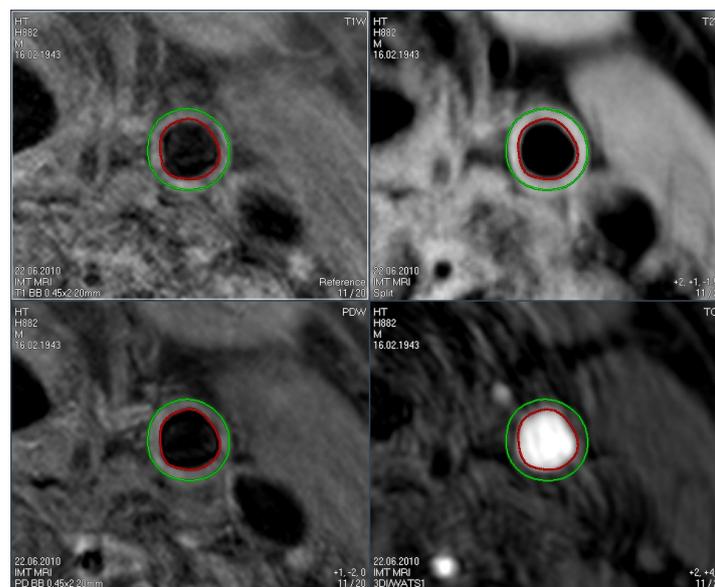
Kontur der Gefäßwand der Arteria carotis im MRT-Bild in T1-, T2-, PD-Gewichtung und TOF-Angiographie
